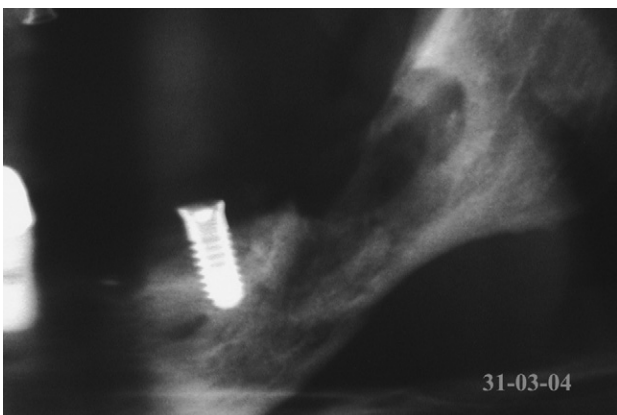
Orthopantomogramme après dépôt des implants.
